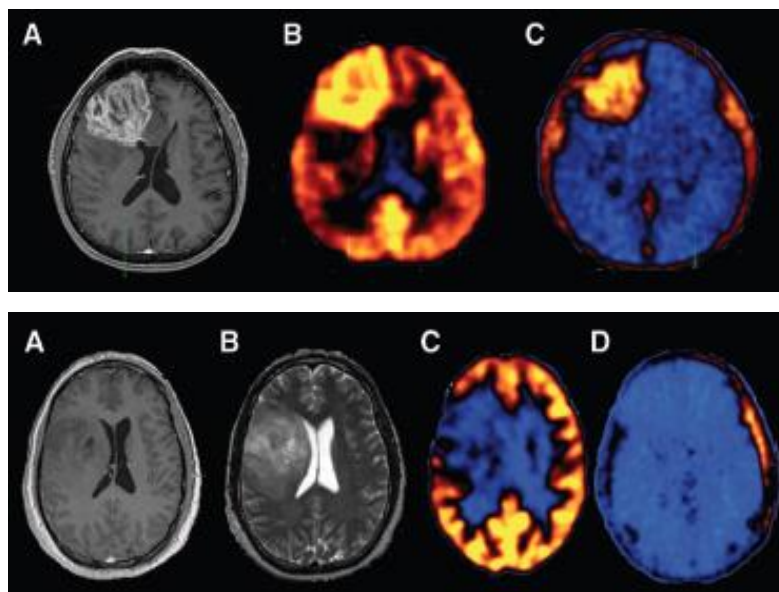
1^{ère} série : glioblastome : prise de contraste en IRM (A), la TEP FDG (B) et la TEP FLT (C) montre une hyperfixation superposable à la prise de contraste en IRM. 2^{ème} série : oligodendrogliome de grade II : IRM T1 (A) T2 (B) TEP FDG (C) et TEP FLT (C). (82)
